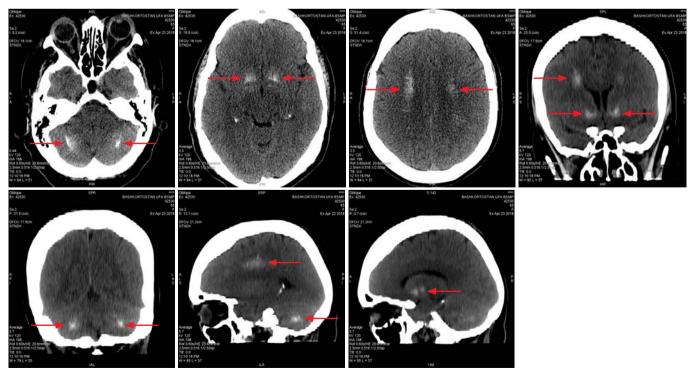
Компьютерная томография головного мозга (стрелками обозначены участки кальцификатов) Fig. 1. Computed tomography of the brain (arrows indicate areas of calcifications)
